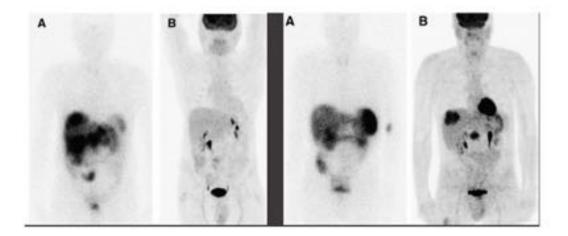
PET-TC 18F-FDG VS 68GA-DOTATOC
